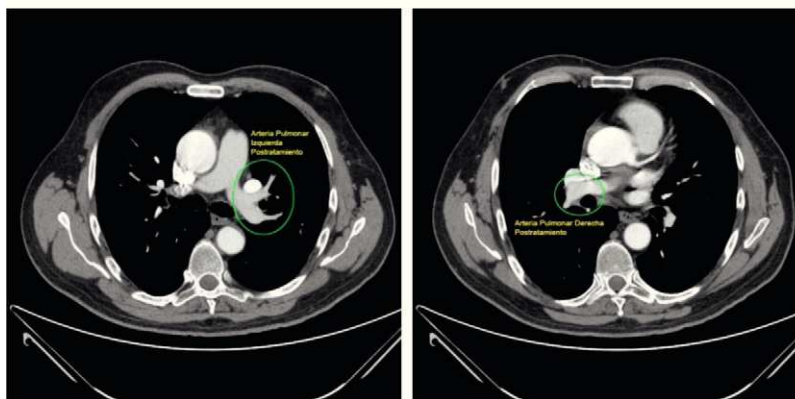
(Bis). Angio-TAC de control, a los 60 días.
